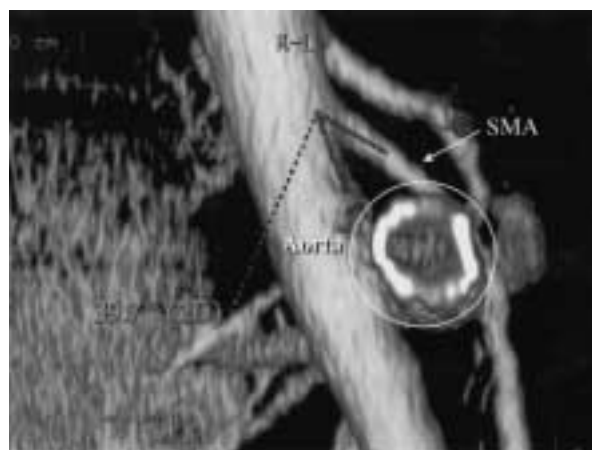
Three-dimensional helical CT after three months demonstrating the adequately deployed left renal vein Wallstent between superior mesenteric artery and aorta.
